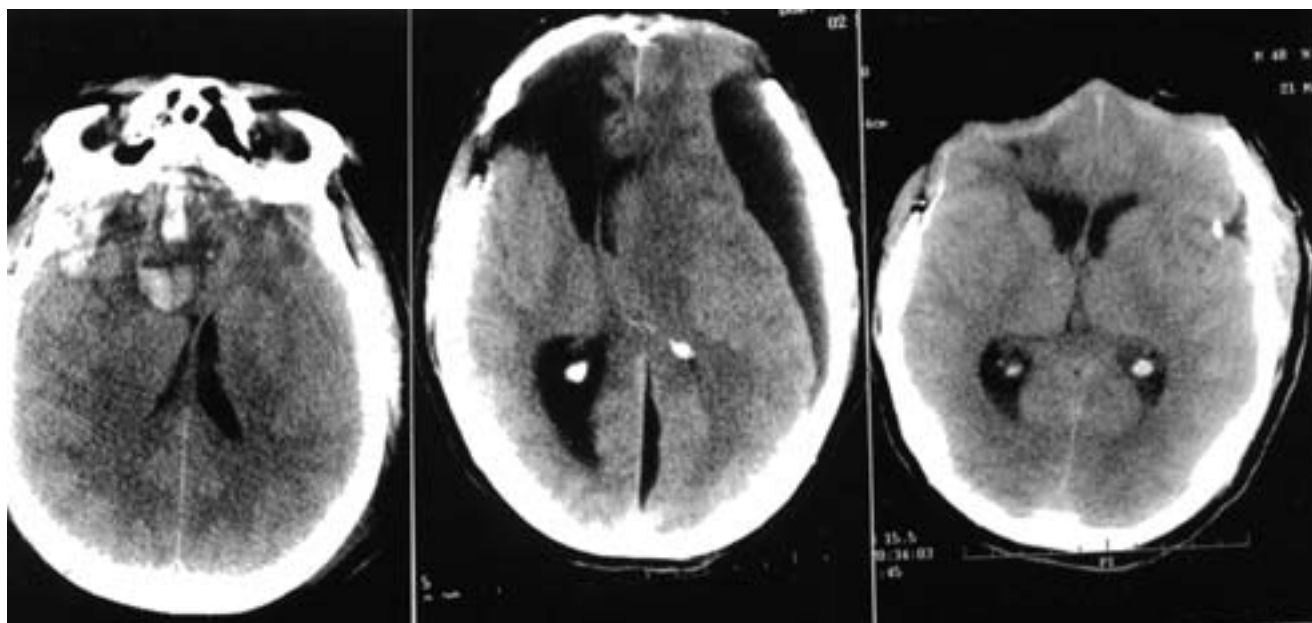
Izquierda. TAC craneal inicial mostrando contusiones hemorrágicas bifrontales con edema vasogénico perilesional y efecto de masa sobre el sistema ventricular. Centro. TAC craneal de control un mes tras la cirugía mostrando una colección hipodensa subdural hemisférica izquierda con gran efecto de masa, desplazamiento de la línea media mayor de 10 mm, colapso del sistema ventricular ipsilateral y dilatación del contralateral. El asta frontal del ventrículo derecho está dilatada y rodeada de un área hipodensa de pencefalia. Se observa igualmente acúmulo de líquido en la zona posterior de la fisura interhemisférica. Derecha. TAC craneal tras la colocación de derivación subduroperitoneal de presión media mostrando resolución de la colección subdural, normalización de la línea media y del tamaño y la morfología ventricular.
